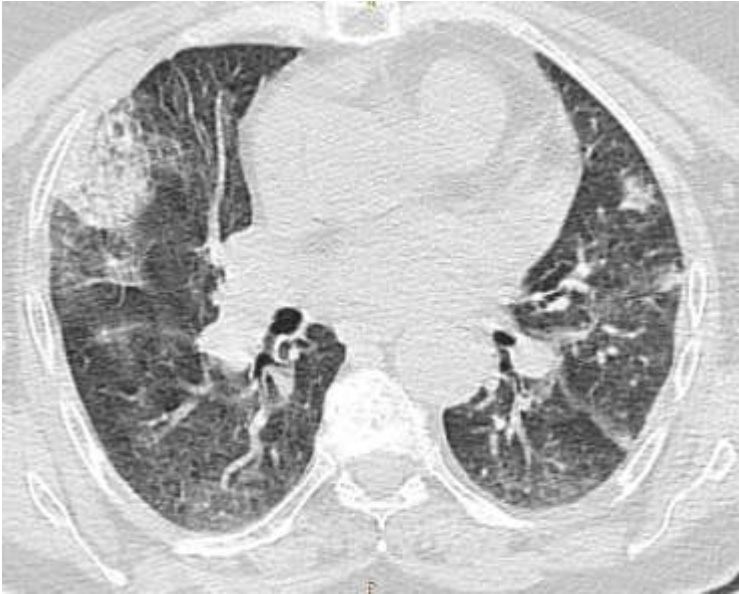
TDM thoracique en coupe parenchymateuse révélant une condensation alvéolaire avec des opacités en verre dépoli
